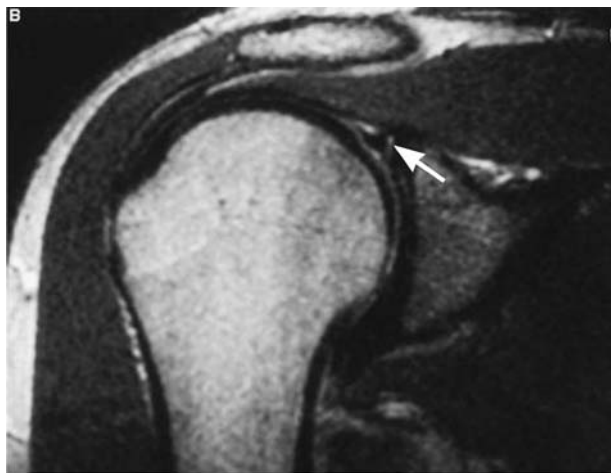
Arthro-IRM : passage du produit de contraste entre le bourrelet et au contact de l'os (flèche).
